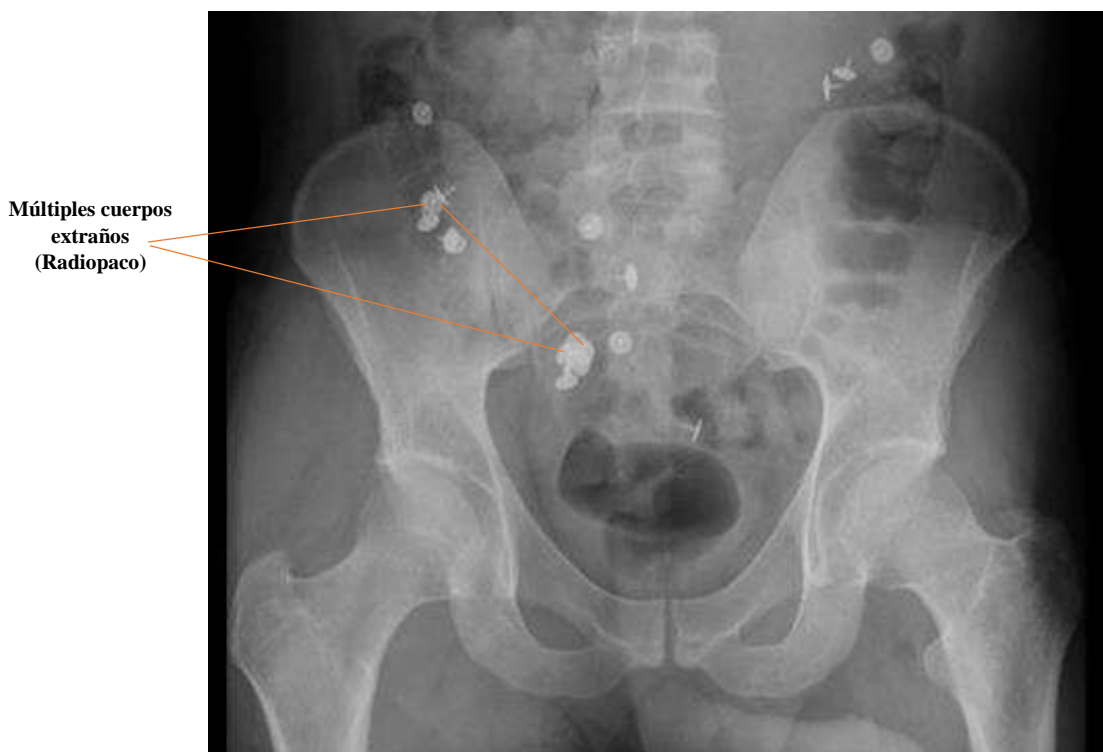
Grimm. (2018) Radiografía de pelvis. Recuperado de <https://espanol.medscape.com/diapositivas/59000092>
